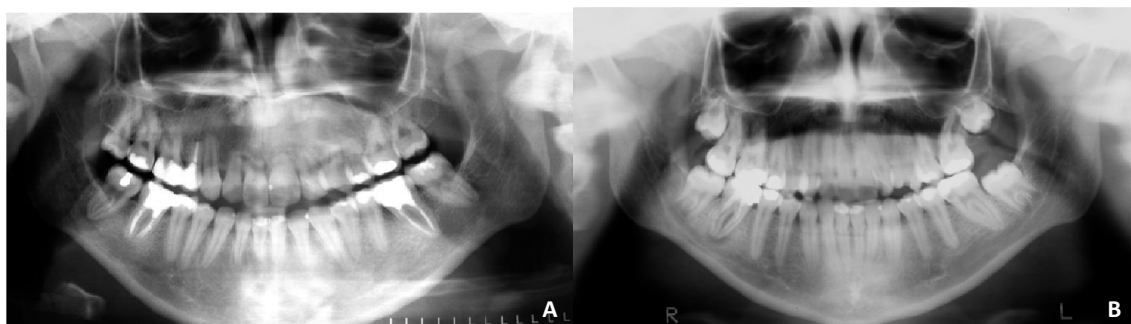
Imagem (A): radiografia panorâmica realizada em 2001 após o tratamento ortodôntico. (B): radiografia panorâmica realizada em 1995 antes do início do tratamento ortodôntico.
